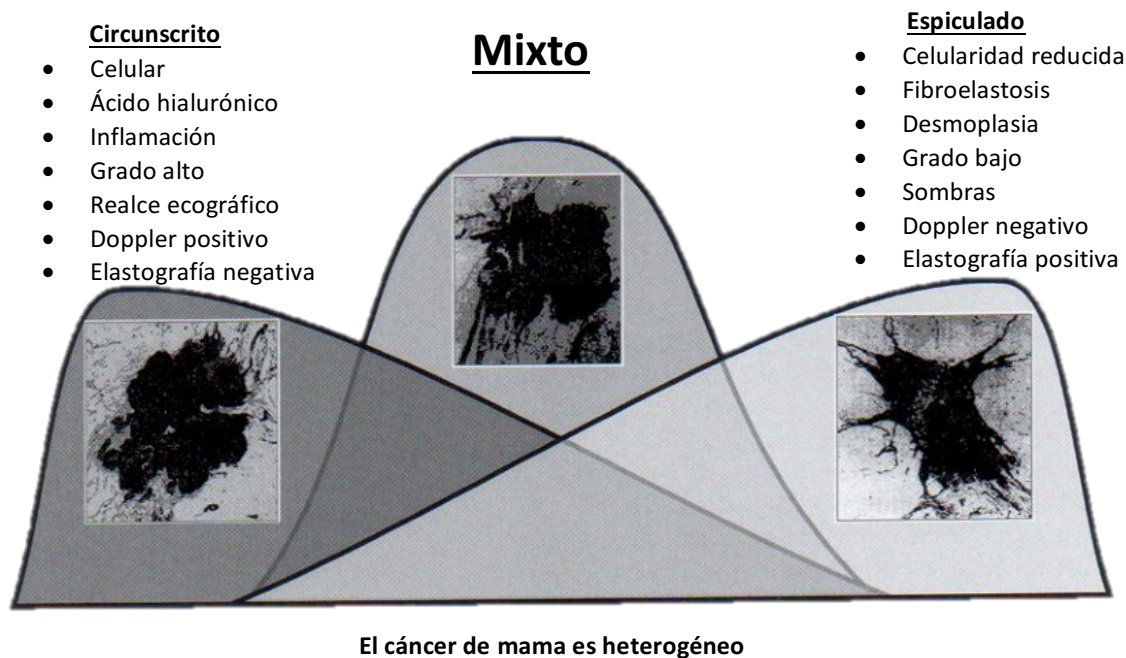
Masas malignas: diferentes aspectos posibles. El aspecto del cáncer de mama varía desde las lesiones espiculadas clásicas con aspecto de cangrejo hasta los carcinomas circunscritos: los hallazgos ultrasonográficos pueden ser casi totalmente contrapuestos. Sólo podemos identificar un carcinoma con suficiente sensibilidad utilizando múltiples hallazgos que permitan identificar las lesiones a ambos extremos del espectro.
